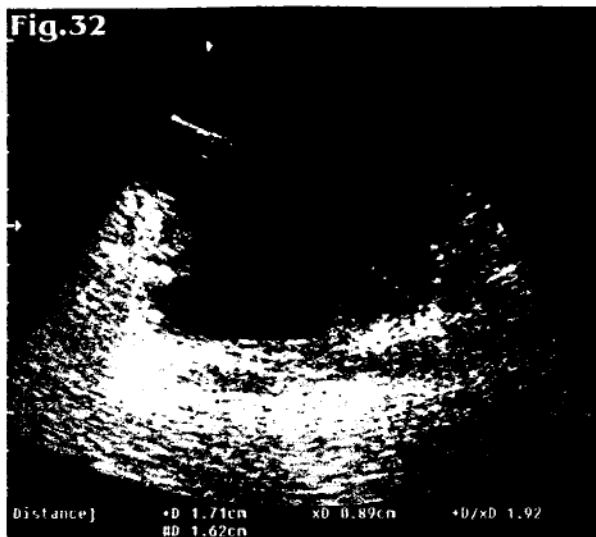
Vezică urinară ce prezintă ecografic mai multe mase ecogene cu punct de plecare parietal: tumori vezicale
